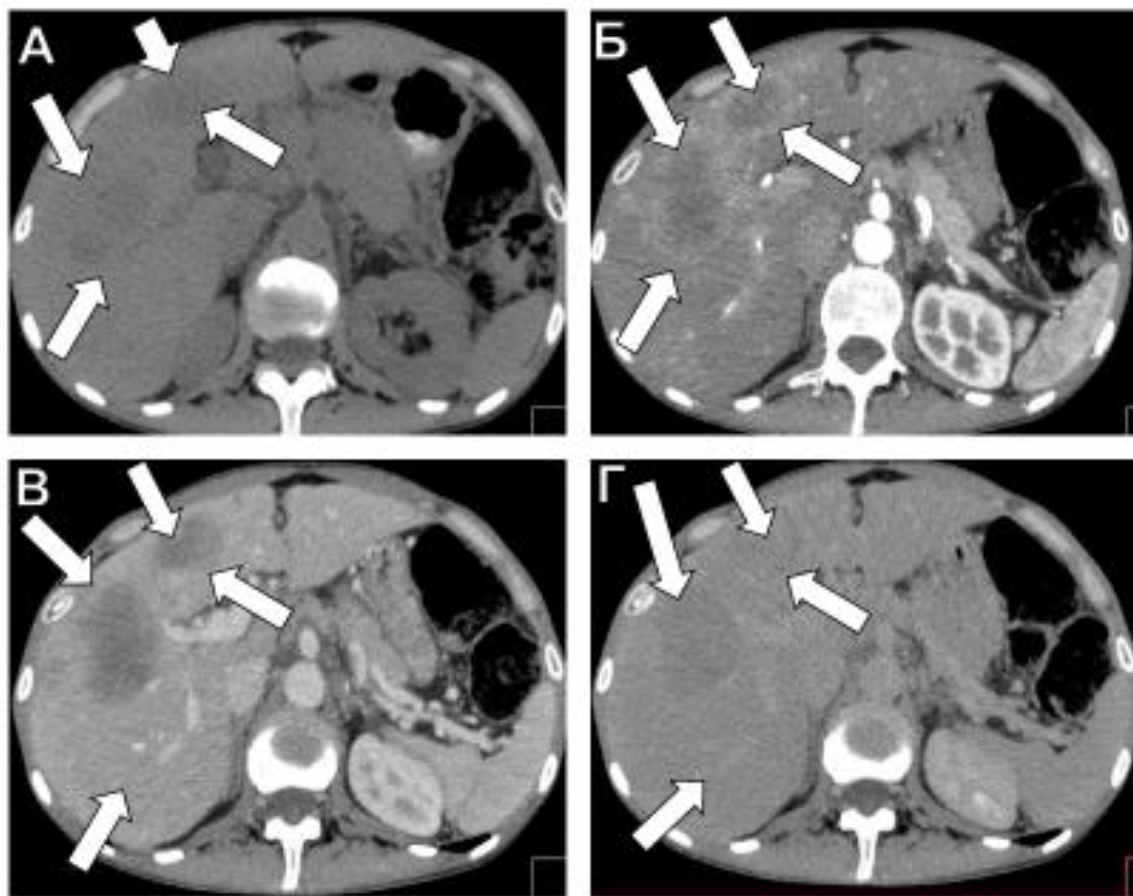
метастазы НЭО поджелудочной железы (Grade 3) в печень, стрелками указаны очаги с гиперваскулярным ободком. Серия МСКТ-изображений полученных в нативную (А), артериальную (Б), венозную (В) и отсроченную (Г) фазы контрастного усиления
